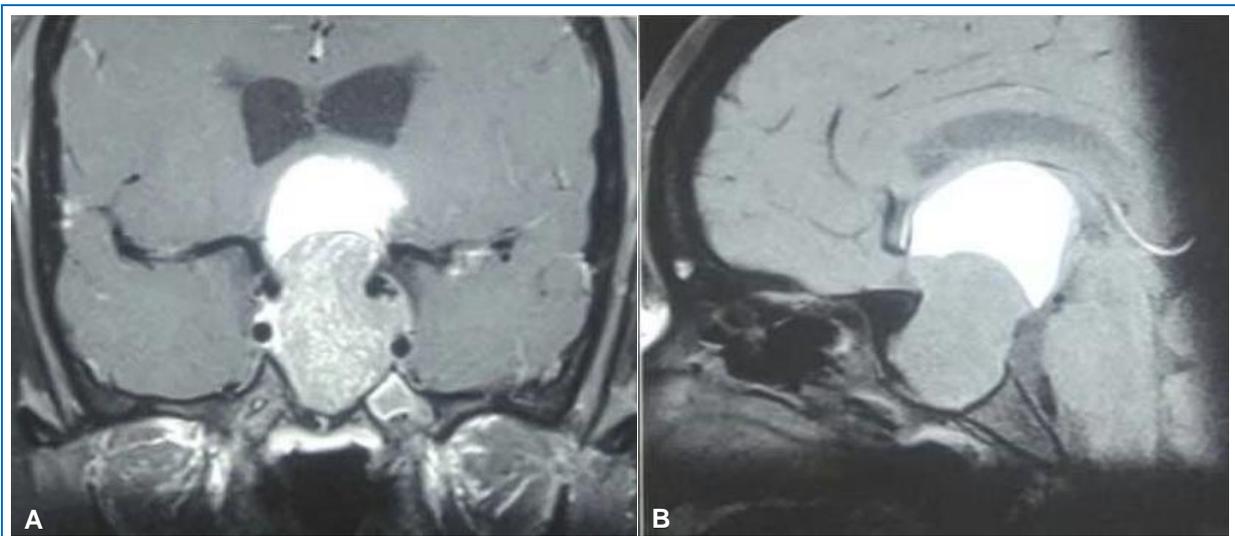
Resonancia magnética nuclear de un macroadenoma de hipófisis con componente quístico en (A) corte coronal que muestra invasión al seno cavernoso, y en (B) corte sagital que muestra expansión supraselar e invasión de seno esfenoidal.
